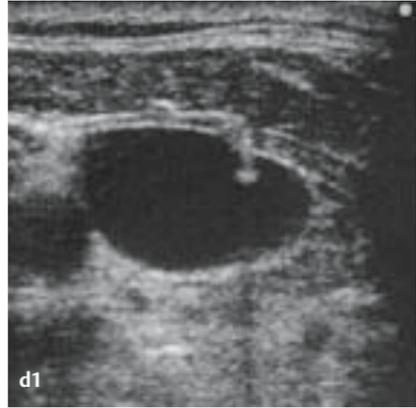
a-d Punktion der V. jugularis interna im sonografischen Bild:
